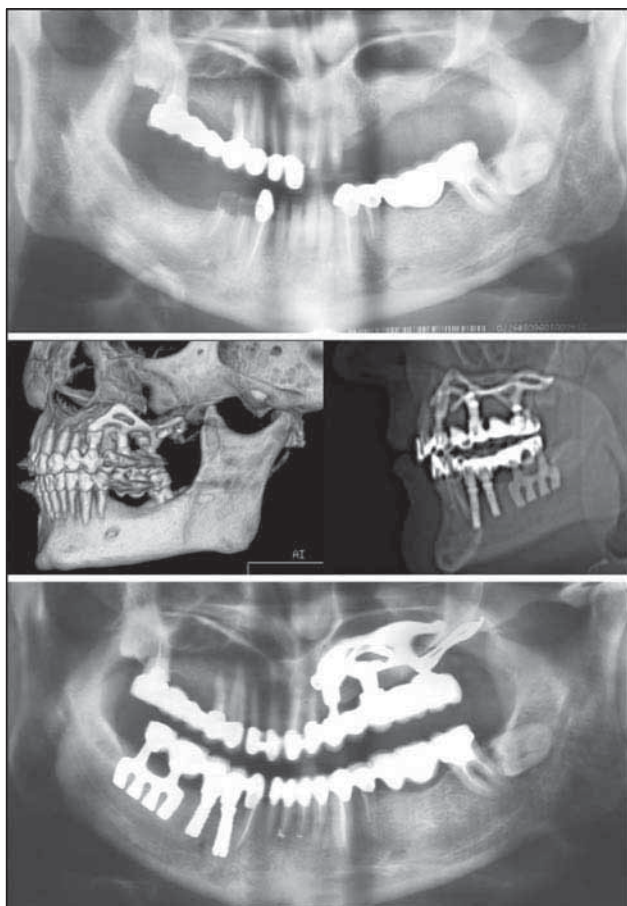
Фото рентгенограмм пациентки Е., 47 лет: а — ортопантомограмма до лечения, дефекты боковых сегментов верхней челюсти слева со значительной атрофией альвеолярного отростка и нижней челюсти справа; б — контрольная томография после имплантации; в — ортопантомограмма через 5 лет после лечения.
